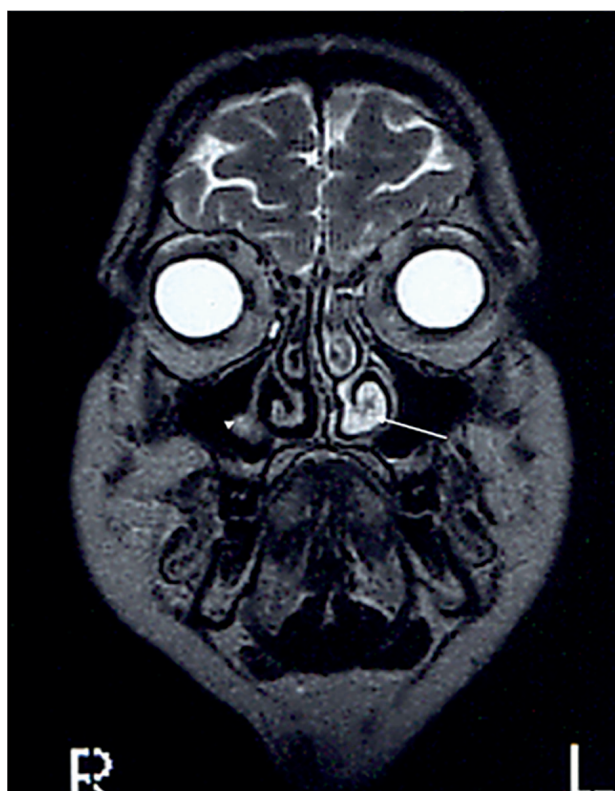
RM T2 coronal; ciclo nasal
